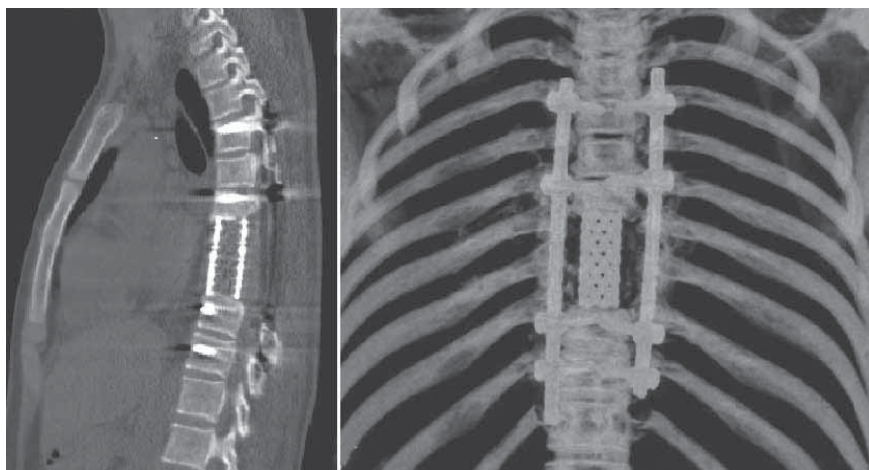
КТ-исследование грудного отдела позвоночника больного X. после операции
